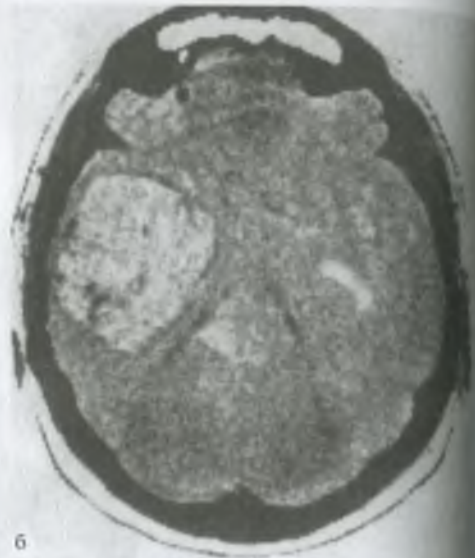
Компьютерные томограммы головного мозга: а — видны расширенные желудочки мозга вследствие атрофии мозгового вещества; б — опухоль правого полушария мозга.
